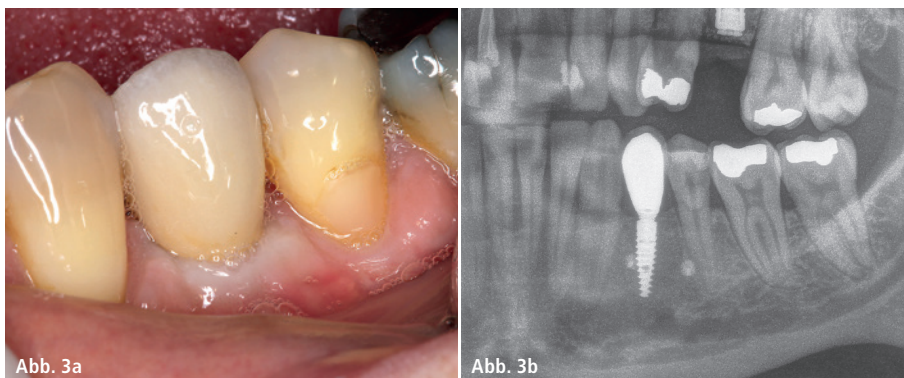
Eingliederung der finalen Prothetik. – Abb. 3b: In der radiografischen Aufnahme, welche sieben Monate nach der Augmentation aufgenommen wurde, weist das durch den Knochenring augmentierte Areal eine ähnliche Radioopazität wie der native Knochen auf.
